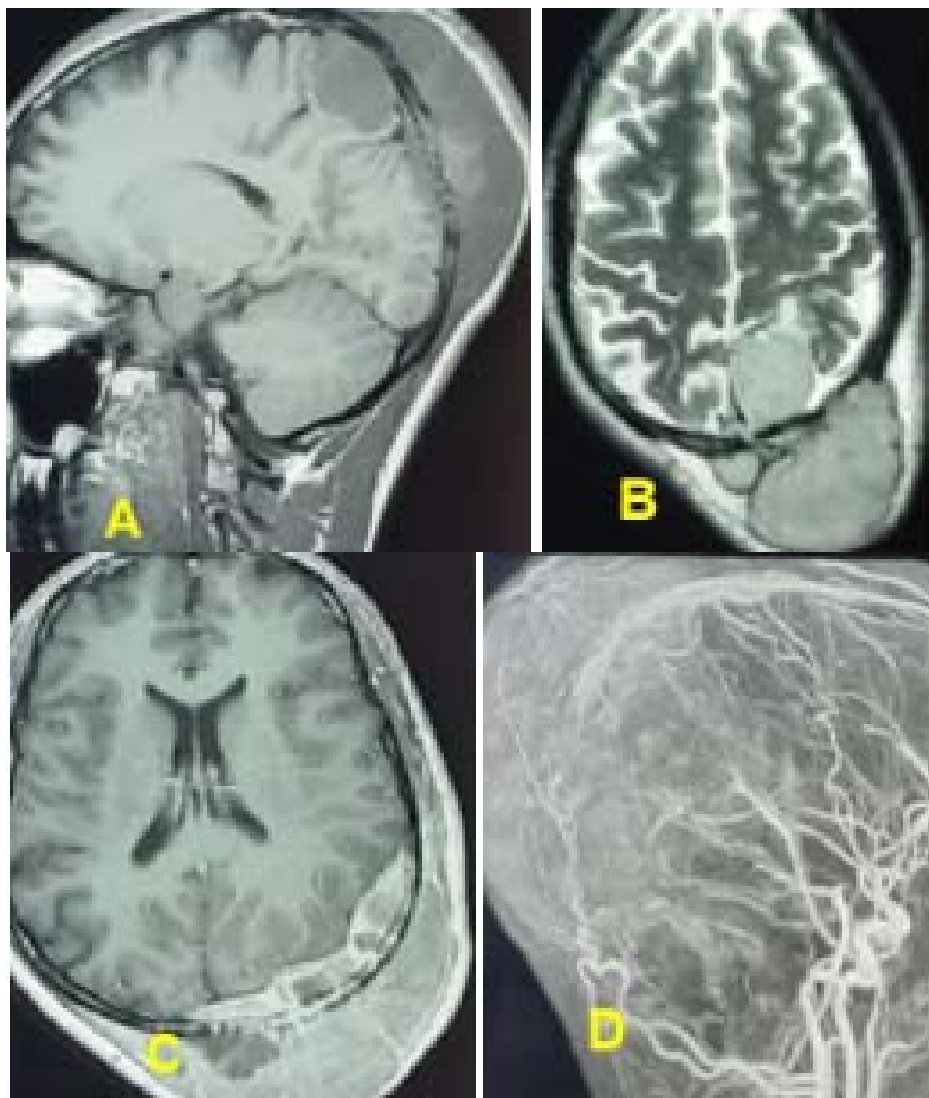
IRM cérébrale avec séquences sagittale T1 (A), axiale T2 (B), séquence axiale en T1 avec injection de gadolinium (C), et 3D TOF (D : Masse de la région pariéto-occipitale gauche en iso signal T1 rehaussée de façon intense par le contraste, envahissant la voûte crânienne, infiltrant la dure-mère et le lobe pariétal dans le gyrus post central et le lobule pariétal supérieur. La séquence 3D TOF confirme l'atteinte de la partie postérieure du sinus sagittal supérieur.
